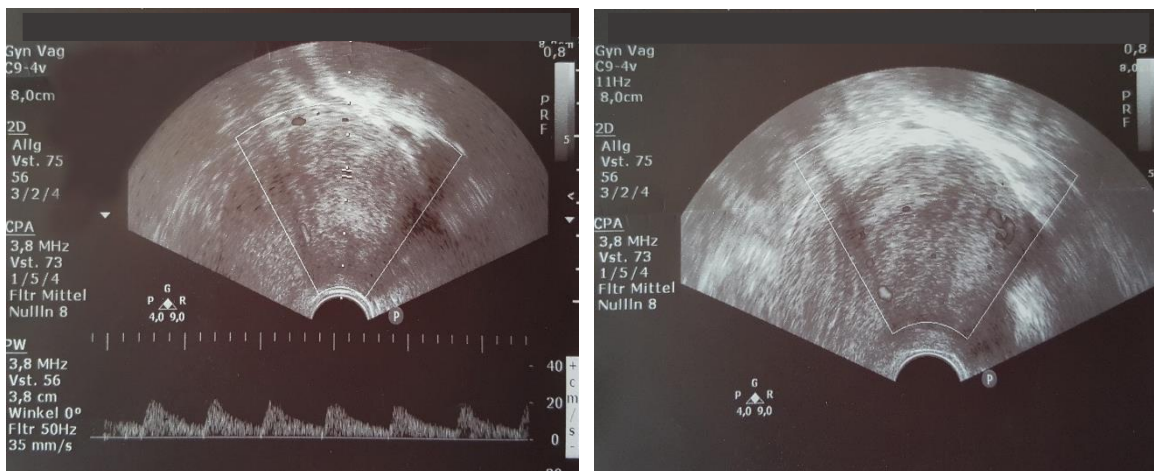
Präoperativer sonographischer Befunde eines zellreichen Leiomyoms
